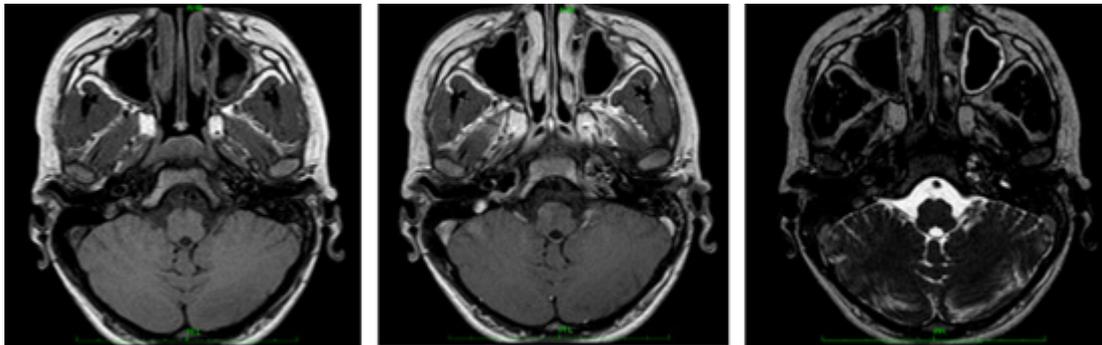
Resonancia magnética contrastada en secuencias T1, T1 contrastado y T2, respectivamente. Se evidencia realce del contraste a nivel del ápex petroso izquierdo en la secuencia ponderada en T1 e hiperintensidad en T2 a este mismo nivel. Fuente: autores.
